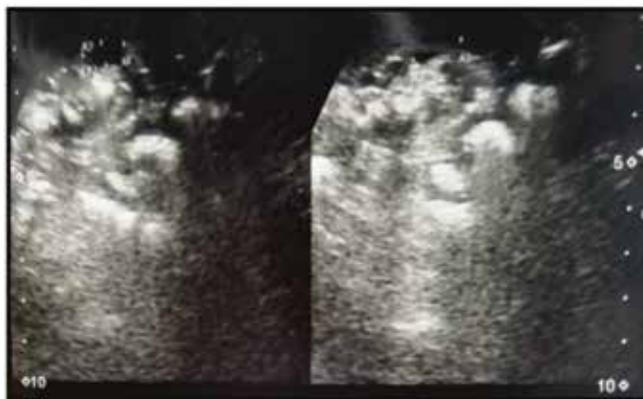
USG abdominal donde se observa signo de la cuerda.
